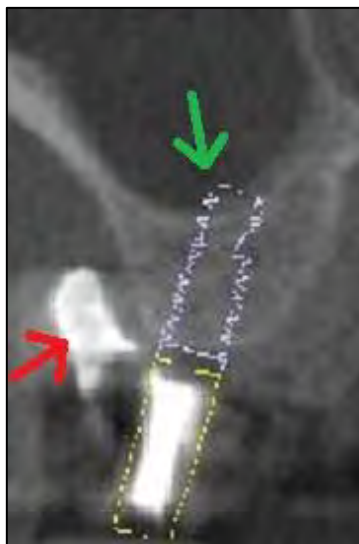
Planche radiographique avec la position possible d'un implant
